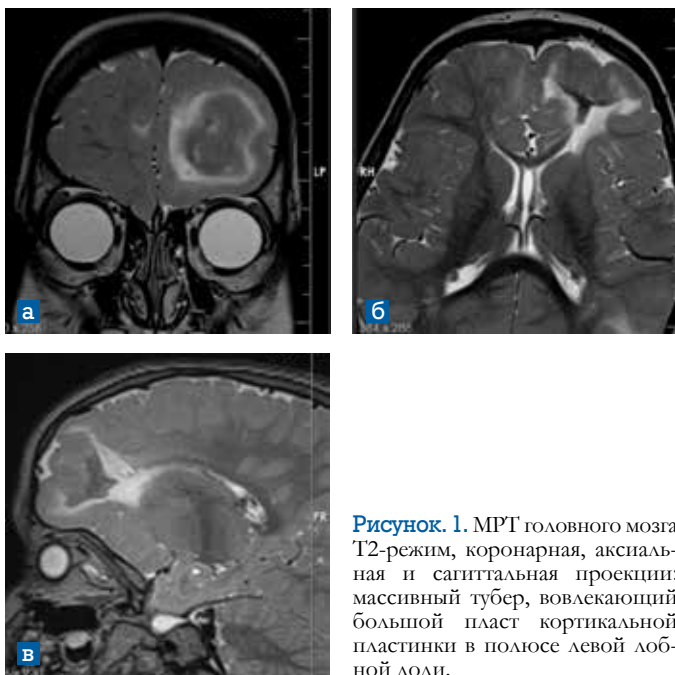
МРТ головного мозга Т2-режим, коронарная, аксиальная и сагиттальная проекции: массивный тубер, вовлекающий большой пласт кортикальной пластинки в полюсе левой лобной доли.
